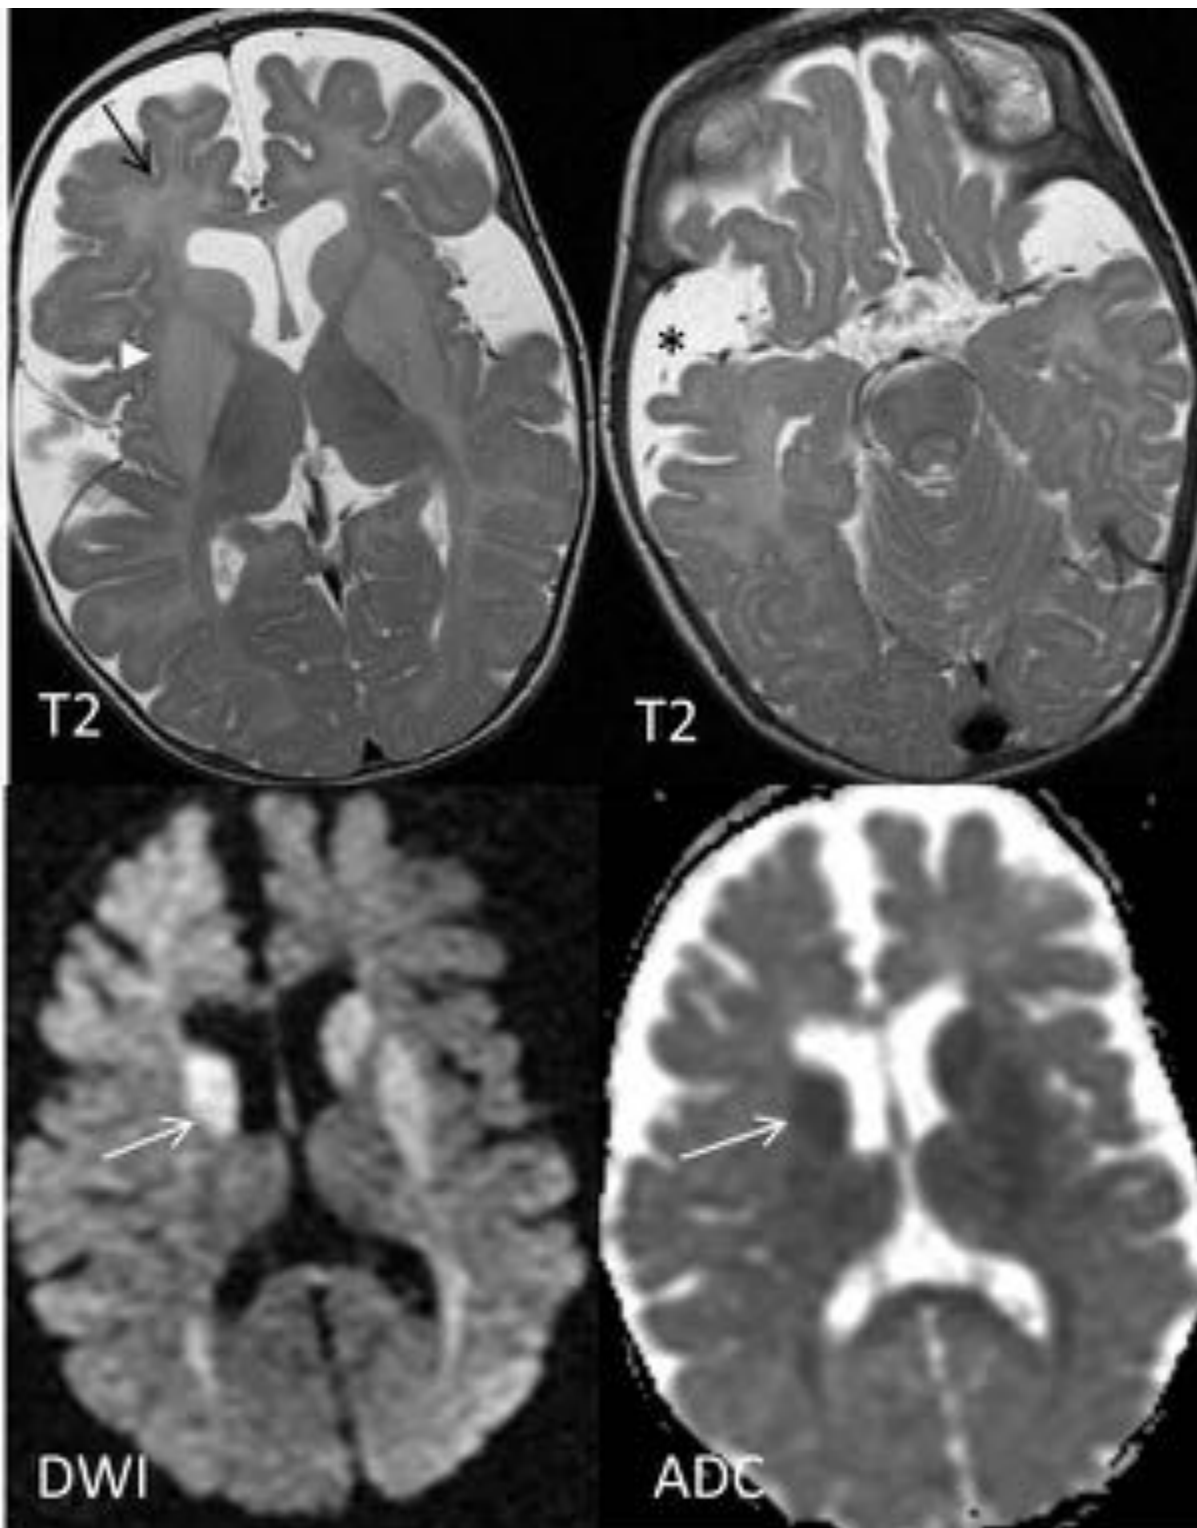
RM de cráneo en paciente con aciduria glutárica tipo 1. Se aprecia hiperintensidad T2 de la sustancia blanca bihemisférica (flecha negra) así como de los núcleos caudados y lenticulares (punta de flecha). Asocia atrofia frontotemporal con aumento de los espacios subaracnoideos pretemporales (asterisco). Se observa restricción de la difusión en núcleos caudados (flecha blanca) y lenticular izquierdo por edema citotóxico y alteración del metabolismo oxidativo.
